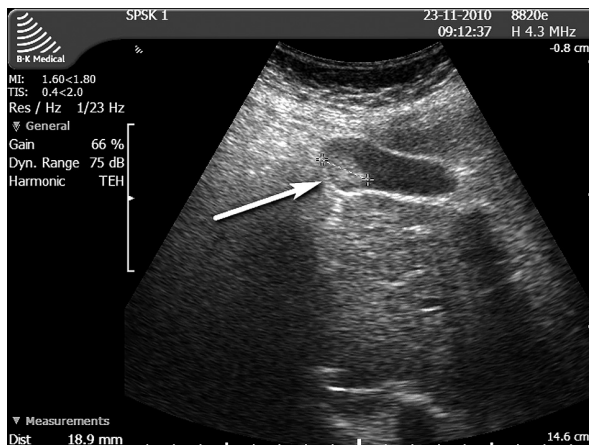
Badanie USG. Zwapnienia w ścianie pęcherzyka żółciowego – pęcherzyk porcelanowy
